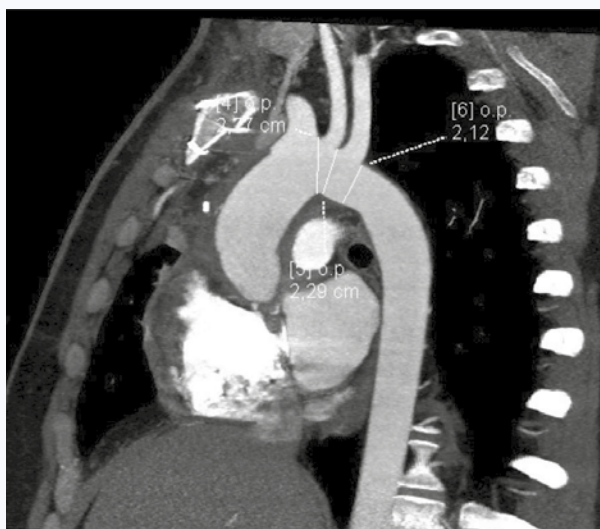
МСКТ контроль после операции. Гомографт проходим, признаков парапротезных образований не выявлено
